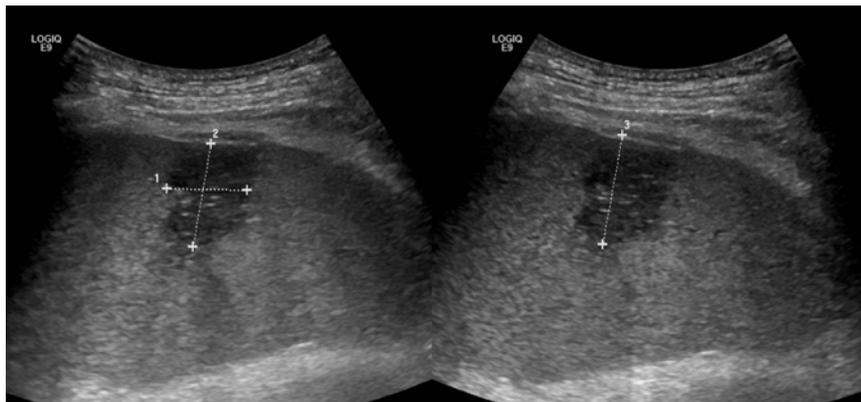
Ecografía del bazo: absceso en polo inferior.
